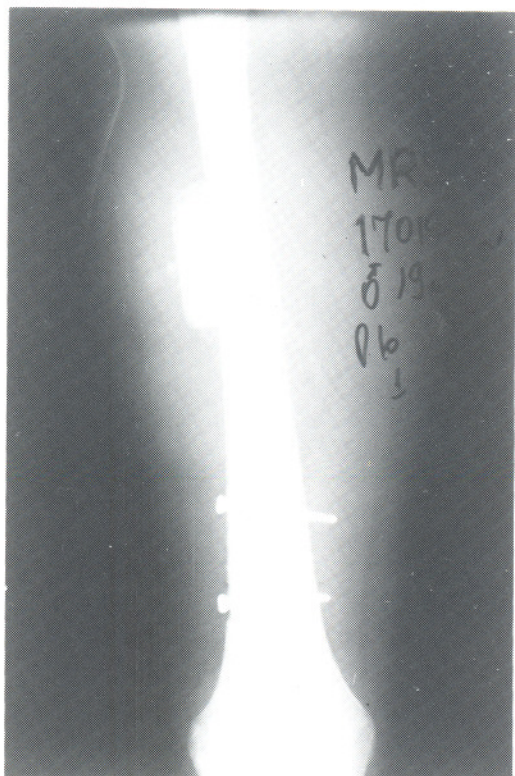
HIB: radiografia pós-operatório imediato.
